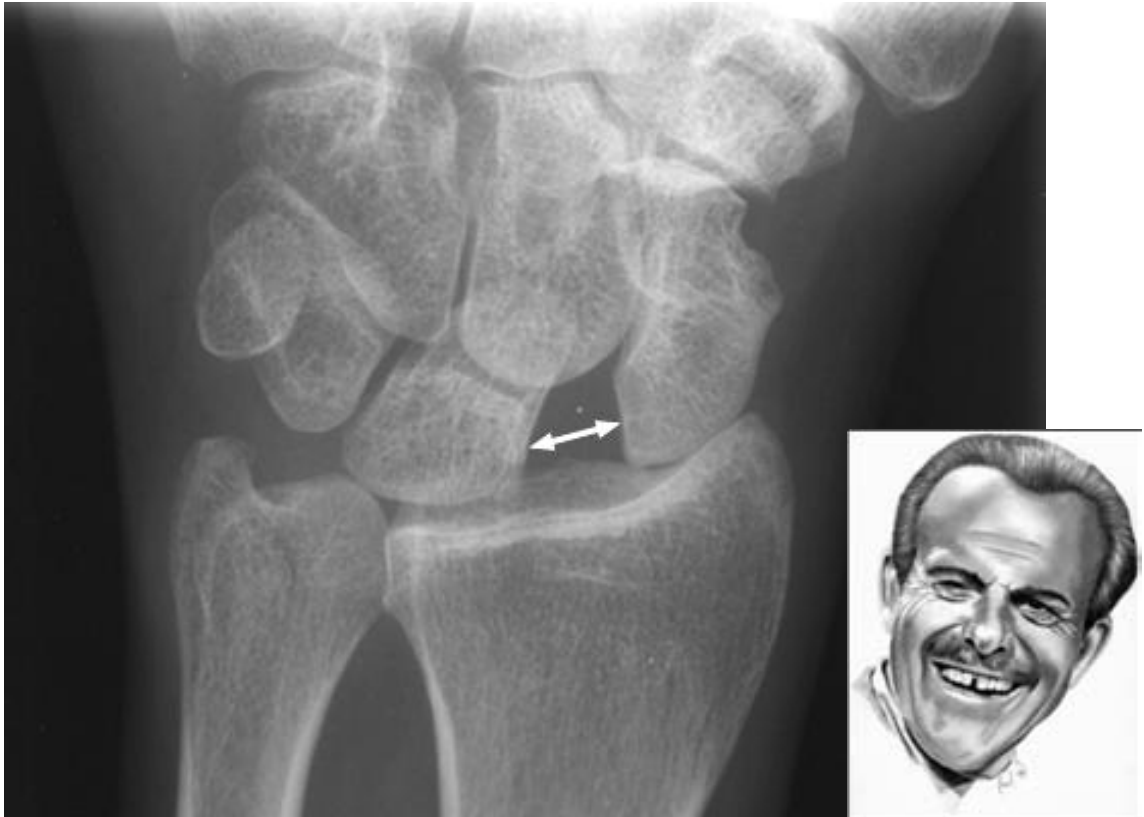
9. Radiografía de muñeca con subluxación del escafoides, hay un aumento del espacio entre los huesos escafoides y semilunar debido a la rotación y subluxación del escafoides. El espacio recuerda el de la dentadura de un comediante británico llamado Terry Thomas. Esta lesión produce dolor crónico y discapacidad si no es tratada a tiempo.
